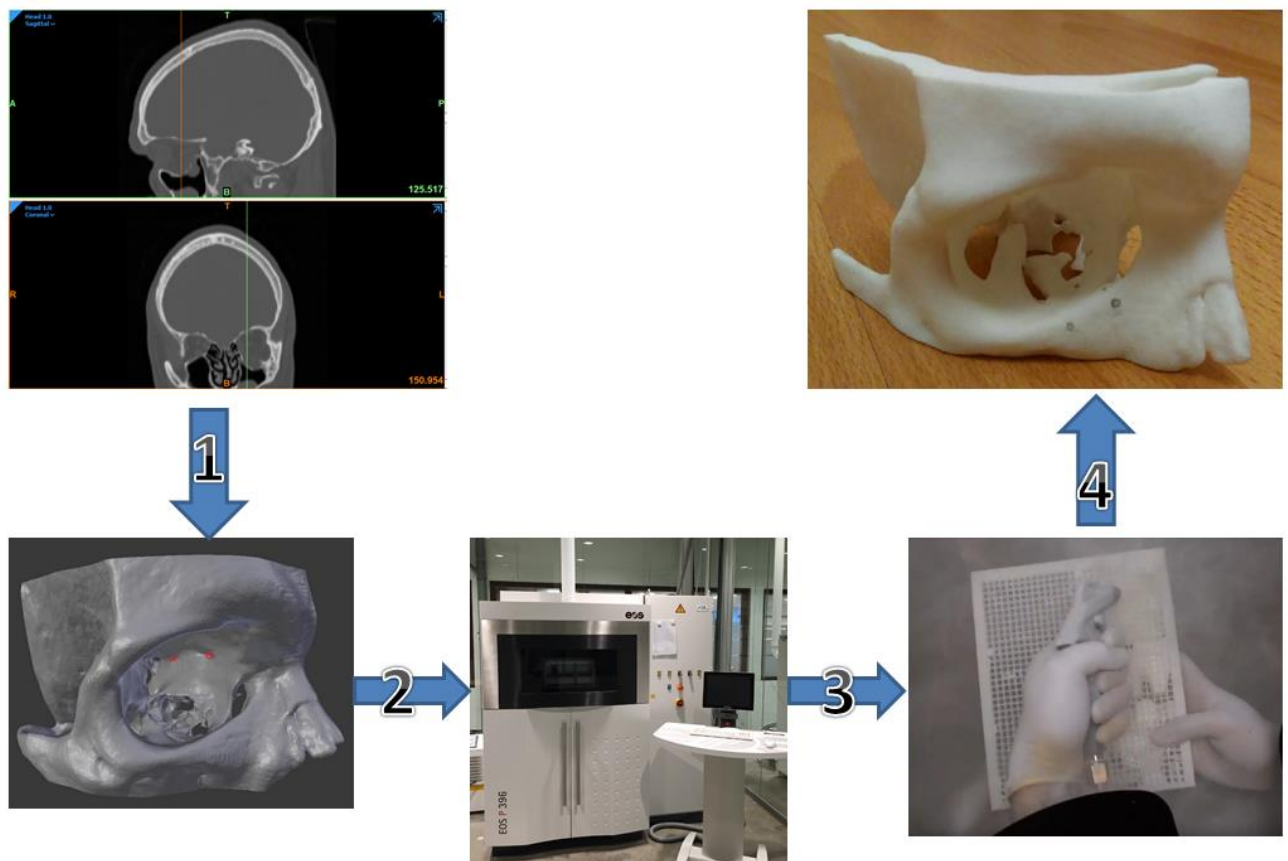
Этапы аддитивного производства индивидуальной 3D-модели области поврежденной глазницы: 1 – обработка срезов КТ пациента с преобразованием их в виртуальную 3D-модель зоны повреждения с последующим ее редактированием; 2 – создание STL-файла индивидуальной модели, финишная ее подготовка и 3D-принтинг; 3 – постобработка готового изделия, удаление остатков порошкового материала; 4 – готовая высокоточная индивидуальная 3D-модель области глазницы
